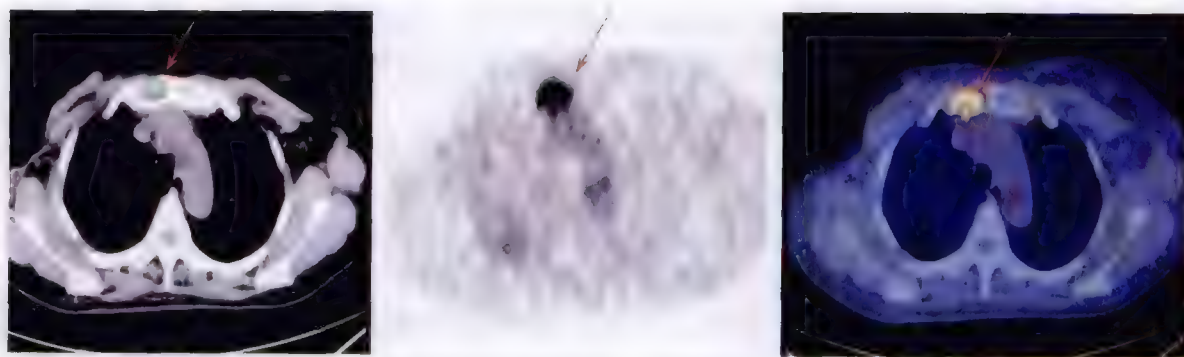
乳腺癌术后胸骨转移灶 ^{18}F -FES 受体 PET/CT 显像图
